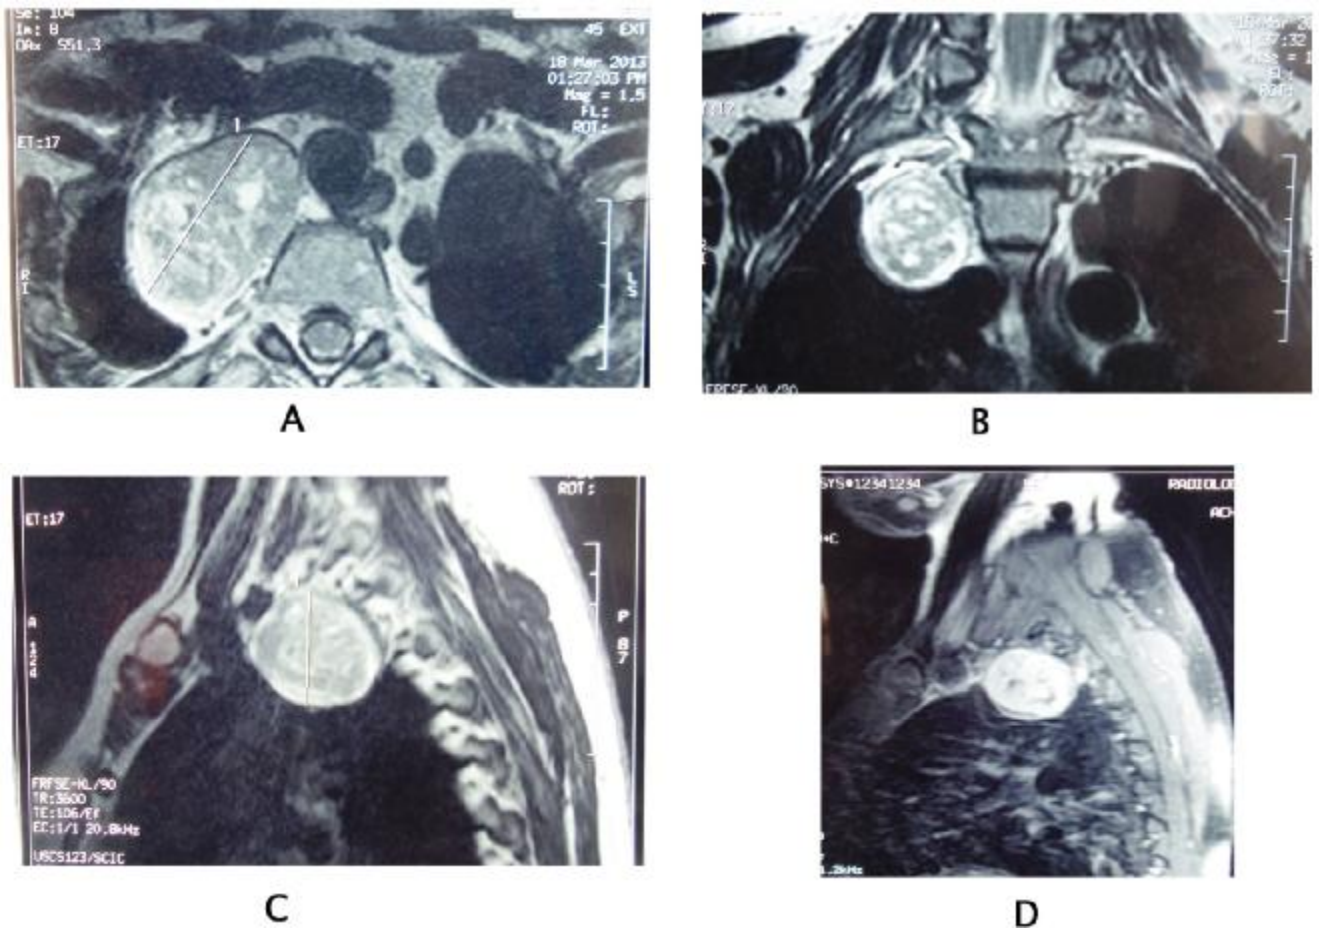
même image que la figure 5 en coupes IRM séquence T1 ;
